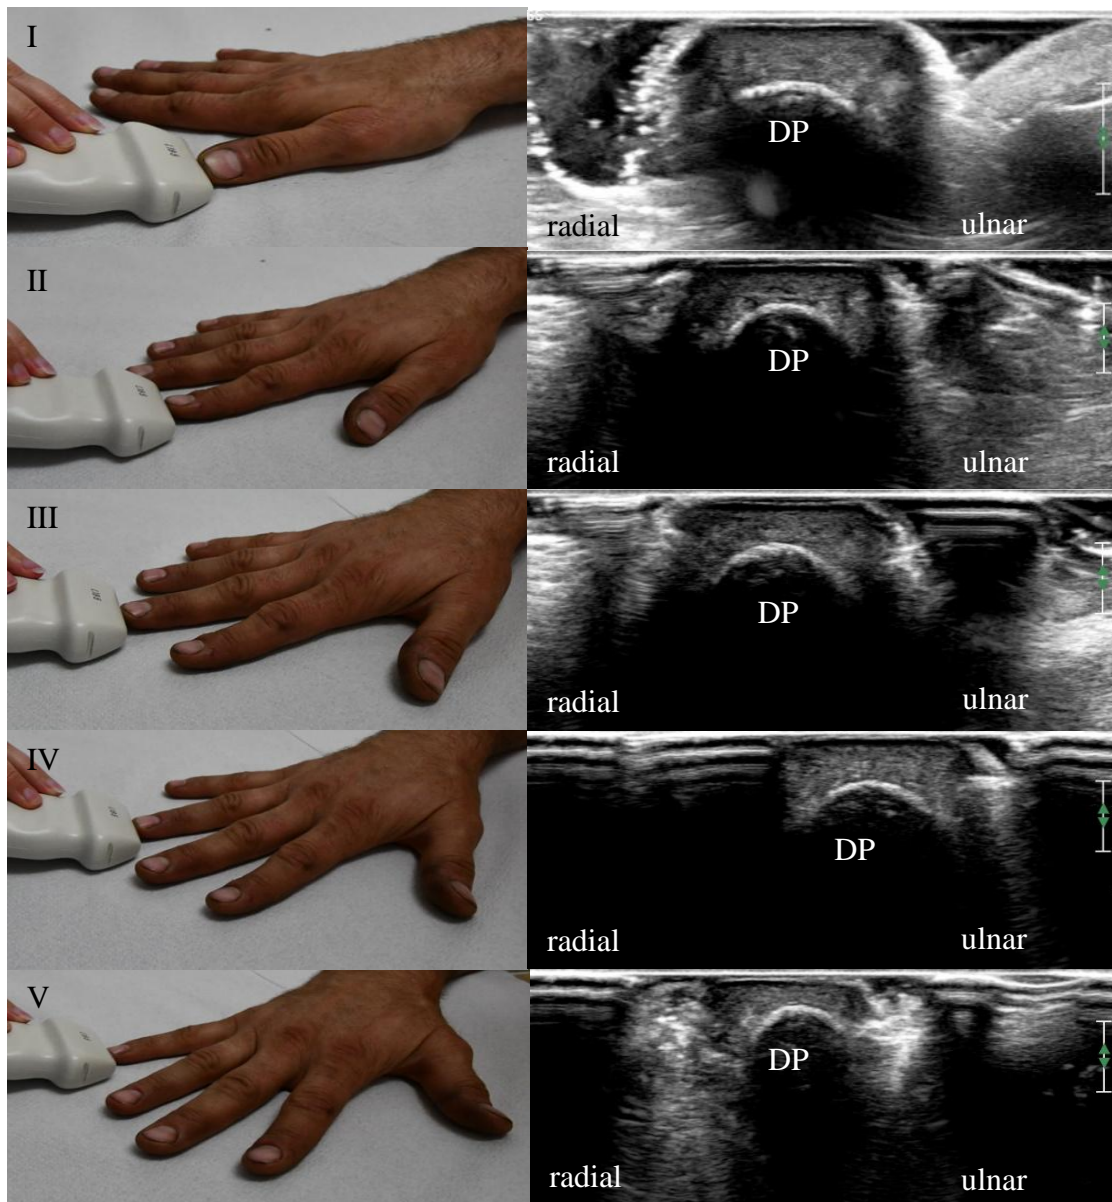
Darstellung der Schallkopfpositionen der Sonographie der distalen Phalanx (DP) der Hand.
